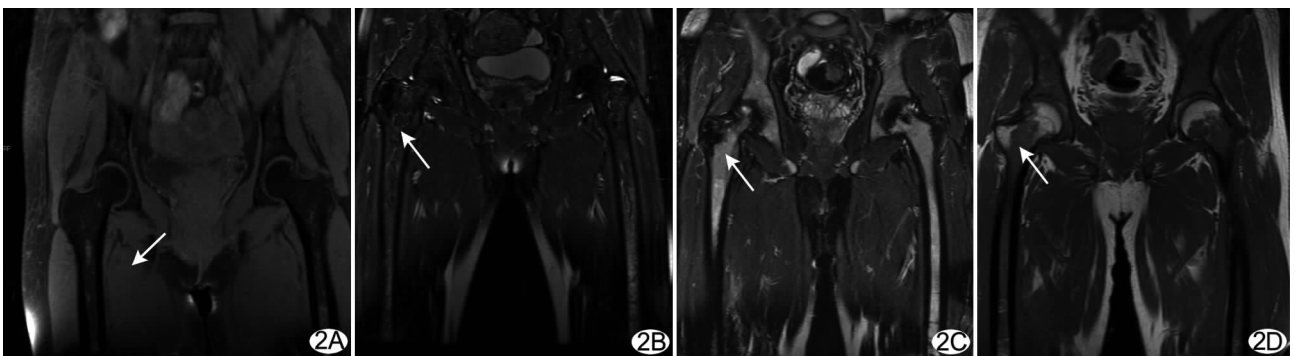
髌骨、股骨近端骨髓 MRI 表现 A. Ⅰ级,脂肪抑制 T2WI 示低信号背景下髌骨、股骨近端见散在小斑片稍高信号病灶(箭); B. Ⅱ级,脂肪抑制 T2WI 示低信号背景病灶范围增大,股骨近端病灶向上发展,累及股骨颈(箭); C. Ⅲ级,脂肪抑制 T2WI 示髌骨病灶呈弥漫性浸润,股骨近端病灶向上发展累及股骨头(箭); D. Ⅲ级,SE T1WI 示髌骨病灶呈弥漫性浸润,股骨近端病灶向上发展累及股骨头(箭)
